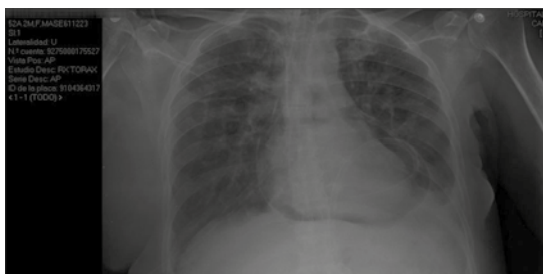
Radiografía tomada antes del alta hospitalaria.
